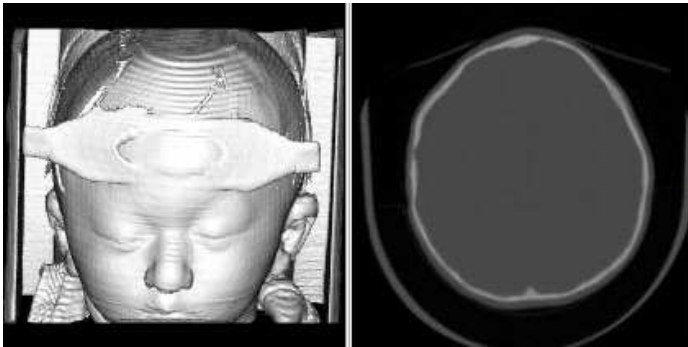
3D reconstructed image from CT data.
